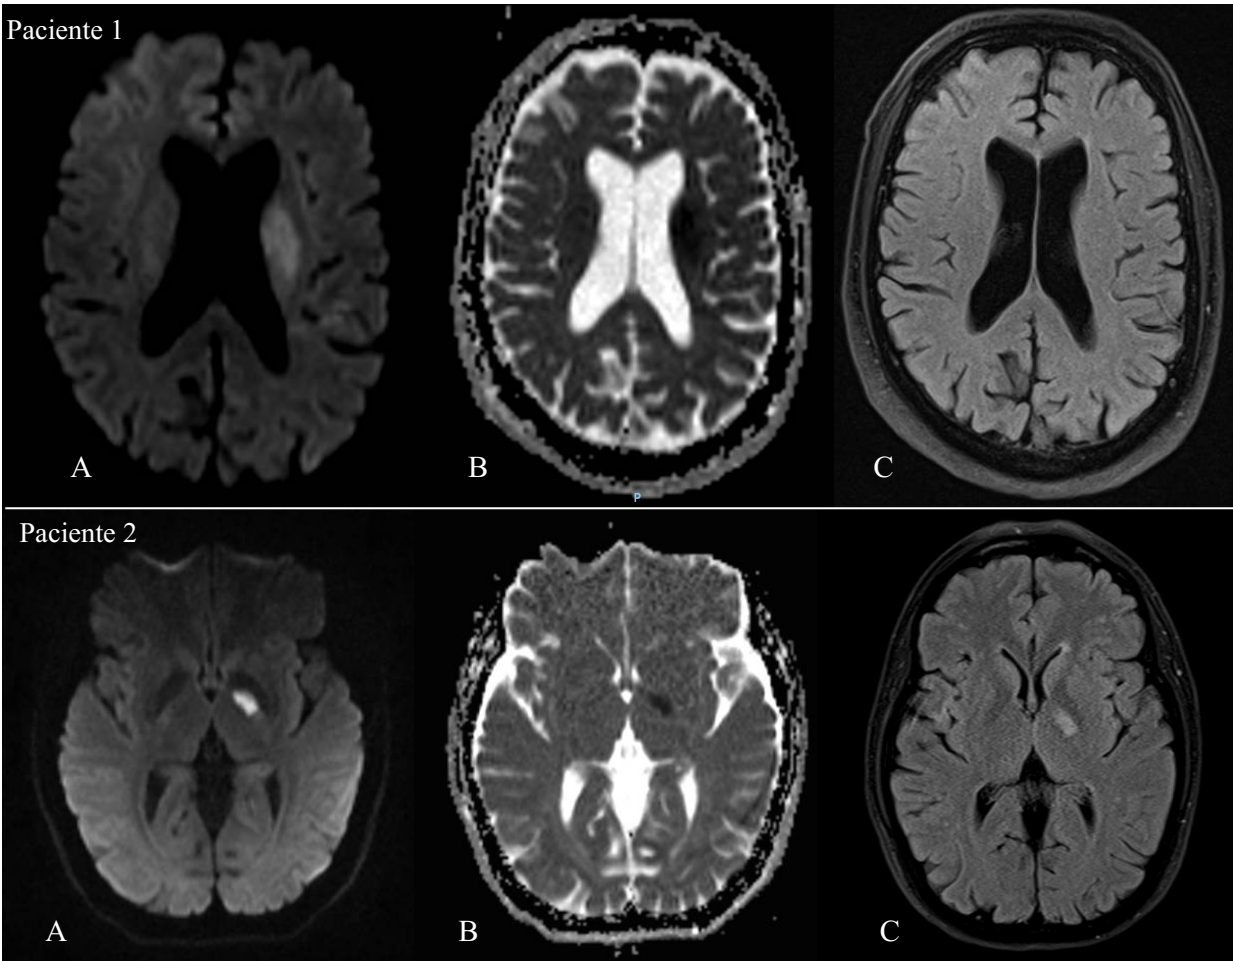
Paciente 1: Infarto en estadio hiperagudo temprano (0 a 6 horas) en región del núcleo caudado izquierdo manifestado como una zona de restricción a la difusión (A y B), la cual no es visible en la secuencia de FLAIR (C). Paciente 2: Infarto en estadio hiperagudo tardío (más de 6 horas) en el brazo posterior de la cápsula interna izquierda, visualizado como una zona hiperintensa en difusión (A), hipointensa en ADC (B) y de aspecto hiperintenso en FLAIR (C). \*Secuencias de RM del nuevo Protocolo Stroke.*
